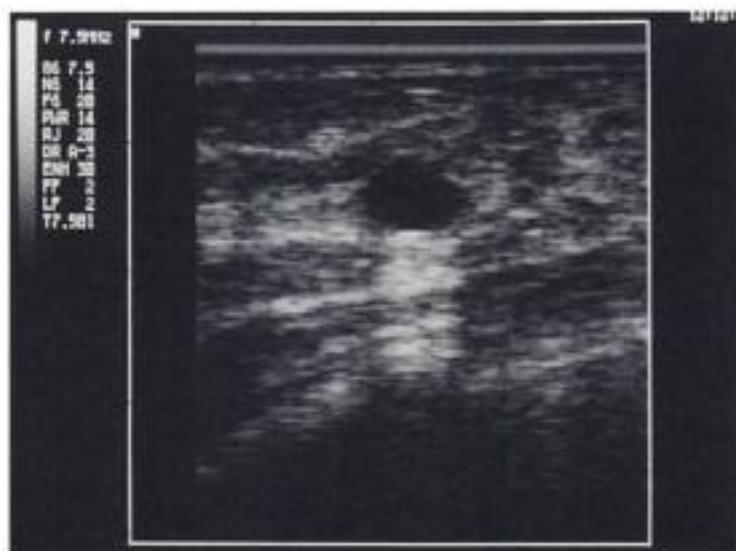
Échographie mammaire : image bénigne (kyste).
